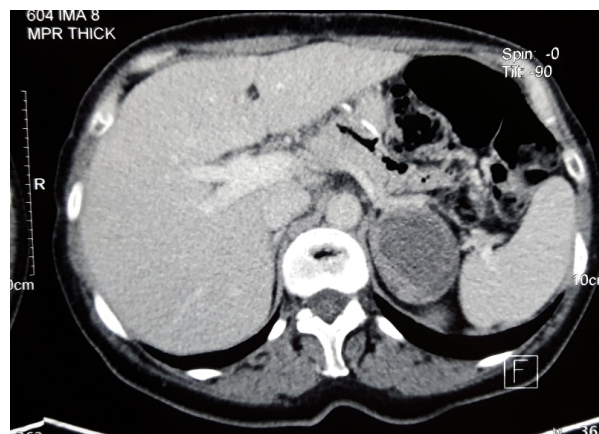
TAC: Lesão heterogênea em topografia de adrenal esquerda com 7.3 x 5.4cm.
